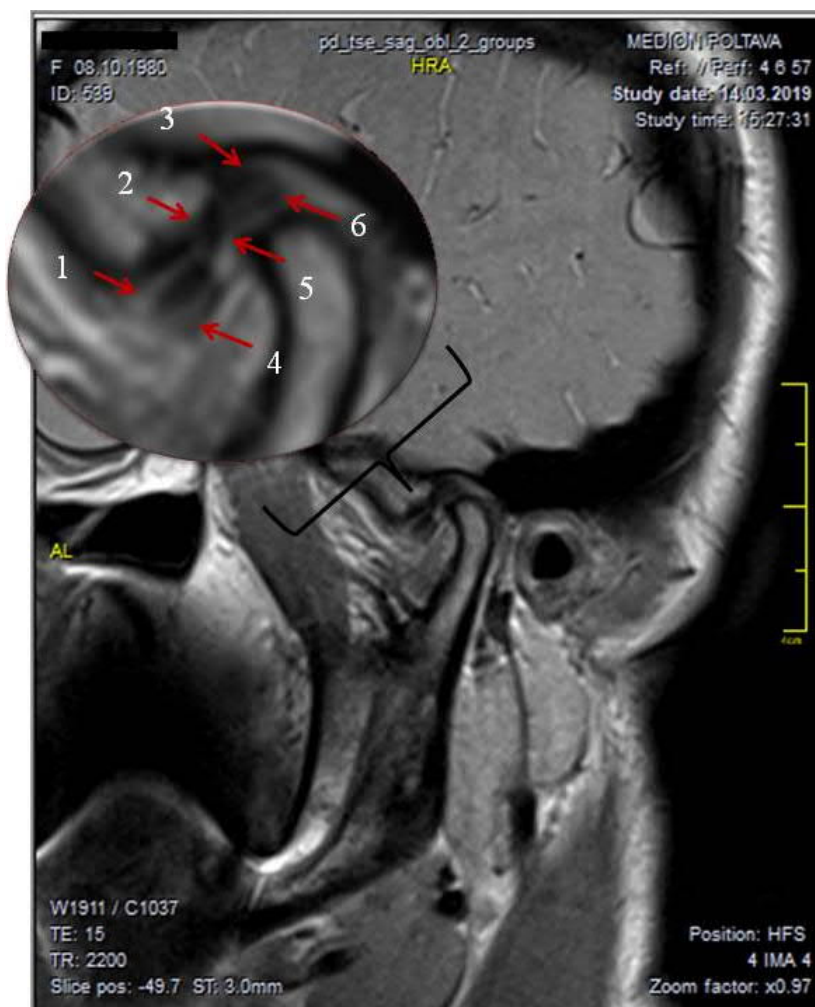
МРТ СНЩС пацієнтки О., 39 років, іст. хв. № 178
